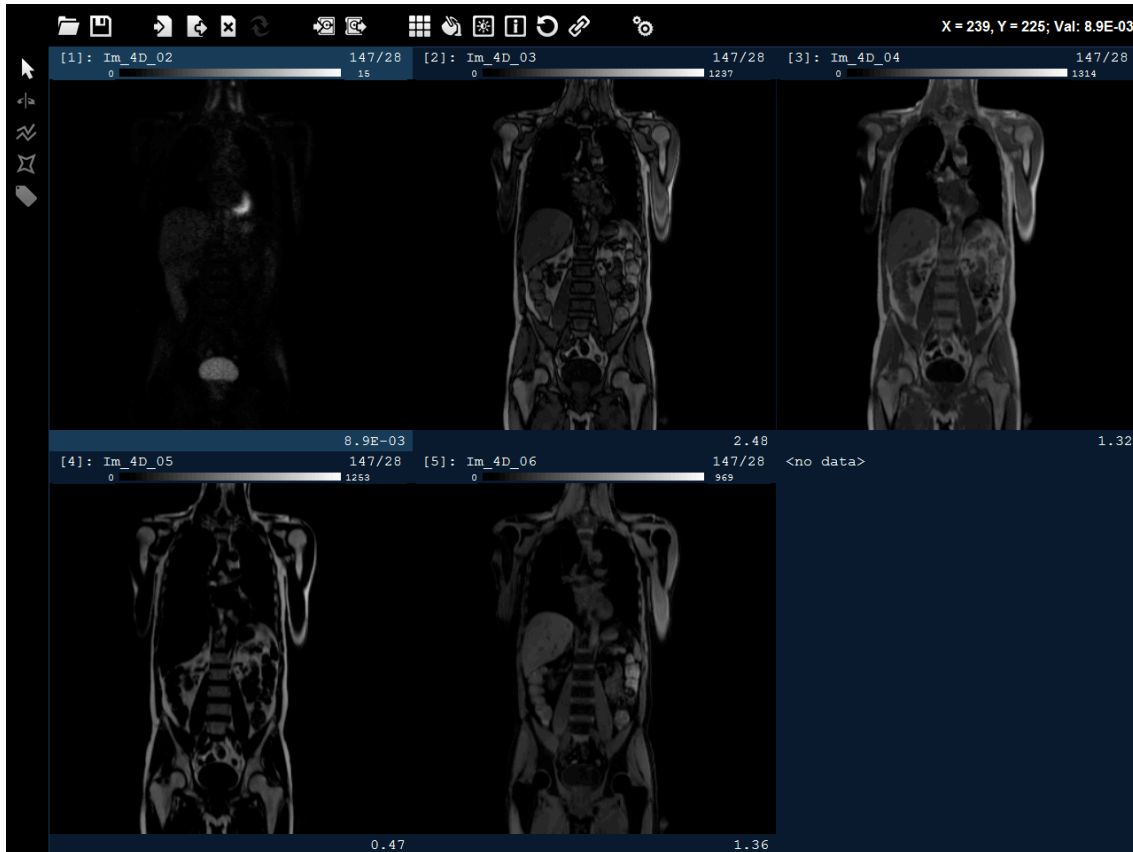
Imagine-Benutzeroberfläche. Koronare Darstellung eines Beispielpatienten. Im Uhrzeigersinn von links oben: PET, opp-Phase der Dixon-Sequenz, in-Phase der Dixon-Sequenz, berechnetes Fettbild, berechnetes Wasserbild.
